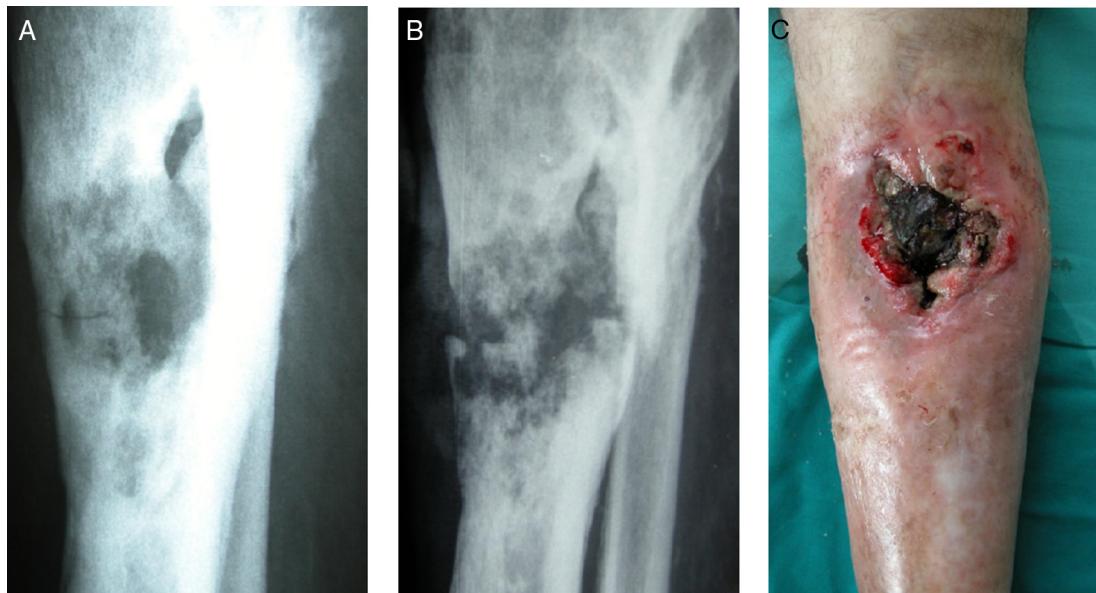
Paciente AVS. Radiografia com sinais de osteomielite crônica da tíbia, fratura patológica (A) e não consolidação após seis semanas (B). Transformação maligna da úlcera em carcinoma espinho-celular (C).
